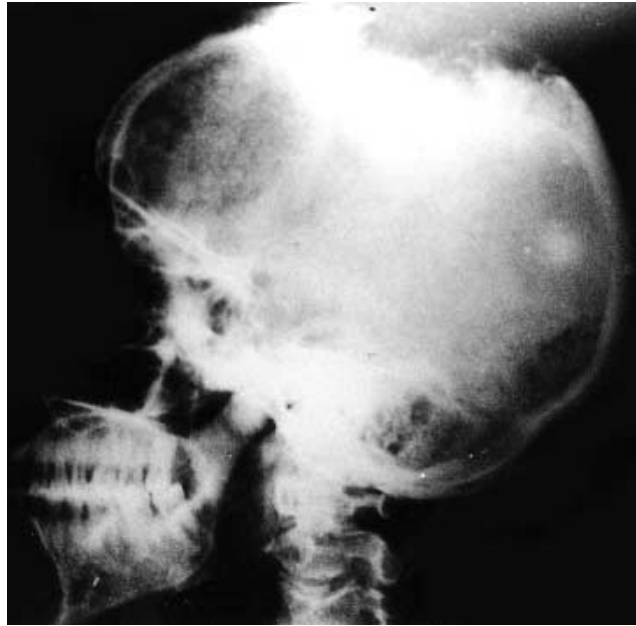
Image radiographique du crâne montrant une érosion de l'os pariétal (50)
